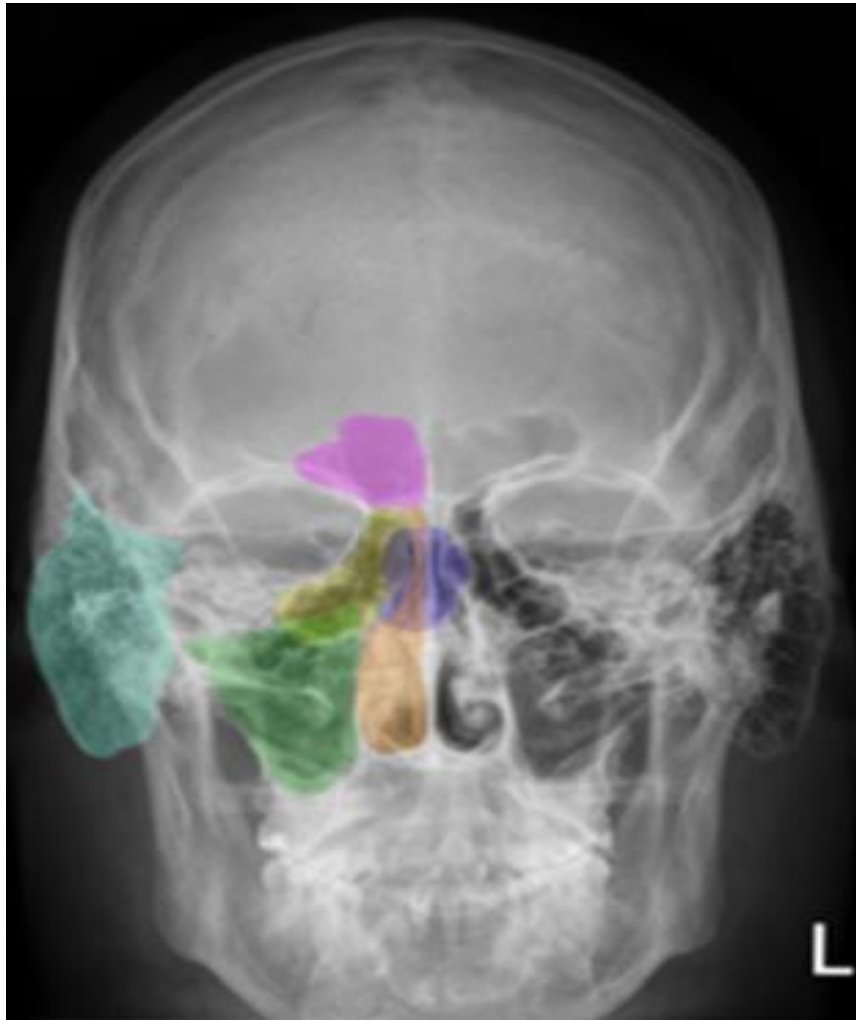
Рентгенанатомія порожнини приносинних пазух. Рисунок з сайту <https://www.meddiagnostica.com.ua/>
